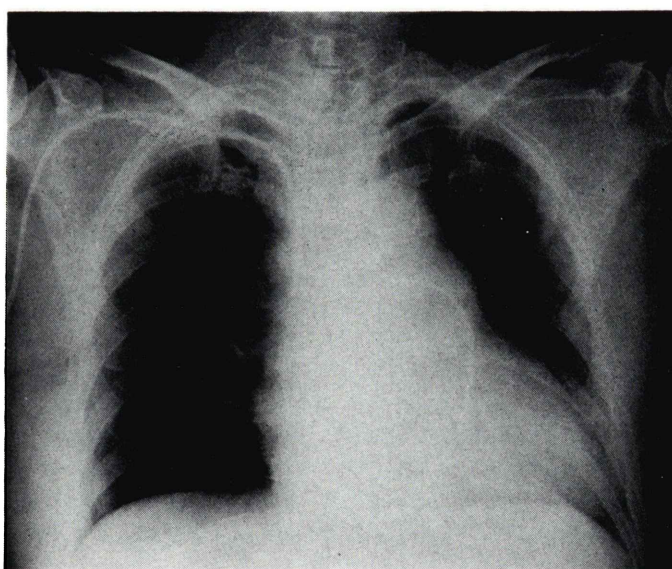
Case 2. 60 year-old female. Chest X-ray on the day of the attack.
